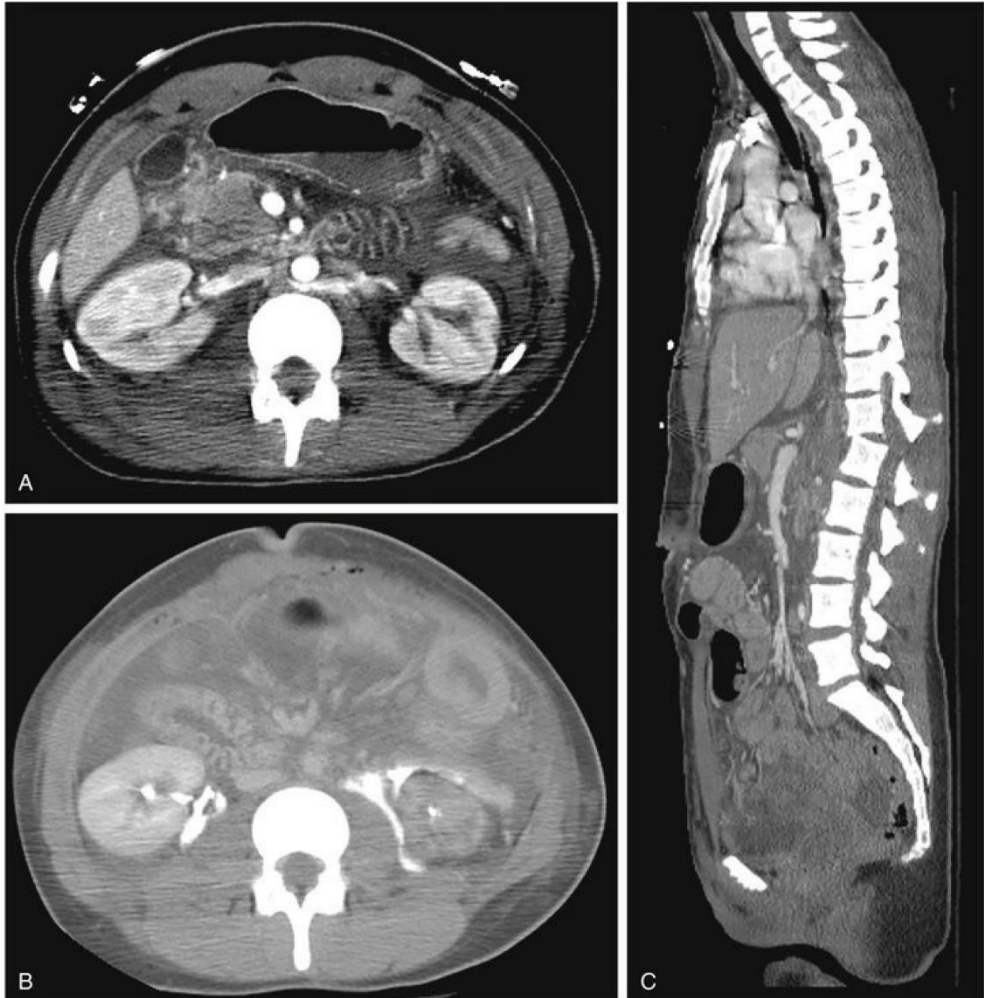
Bilateral ureteropelvic junction disruption injury after a highvelocity motor vehicle collision. Nephrogram phase of CT scan showed only minimal lacerations (A). Delayed phase of CT showed medial extravasation of urine bilaterally (B). Associated Chance type fracture at T12–L1 with malalignment of vertebral bodies in this area (C).
